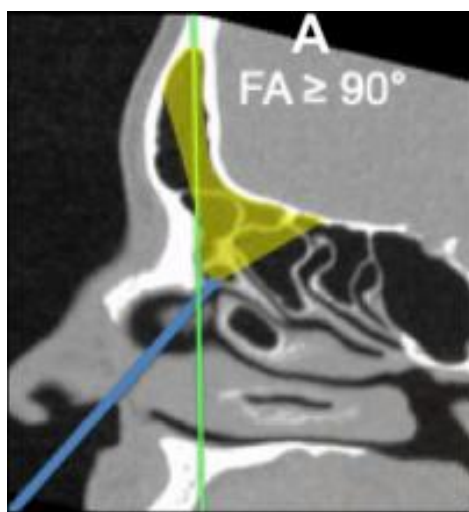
CT scan ở mặt phẳng sagittal thể hiện góc trán (FA) được tạo bởi đường 1 và đường song song sàn mũi.
